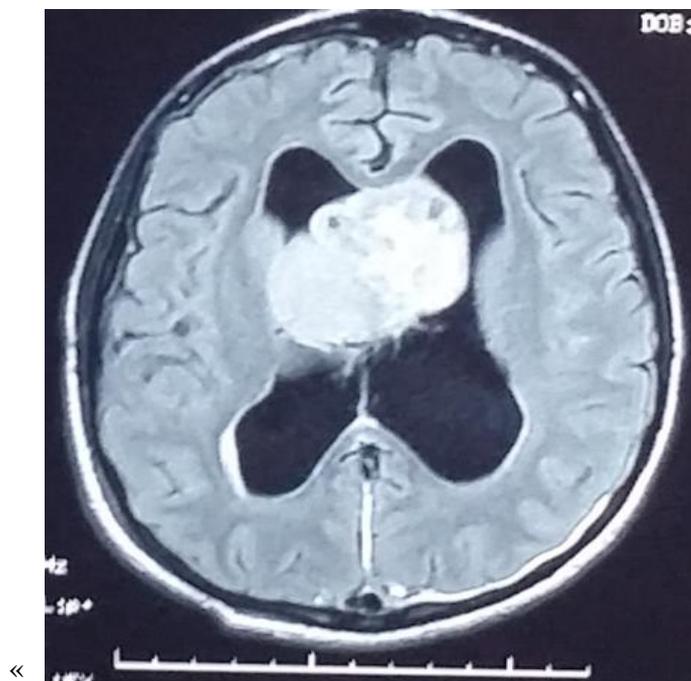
Image IRM coupe axiale d'un glioblastome chez le même patient .
